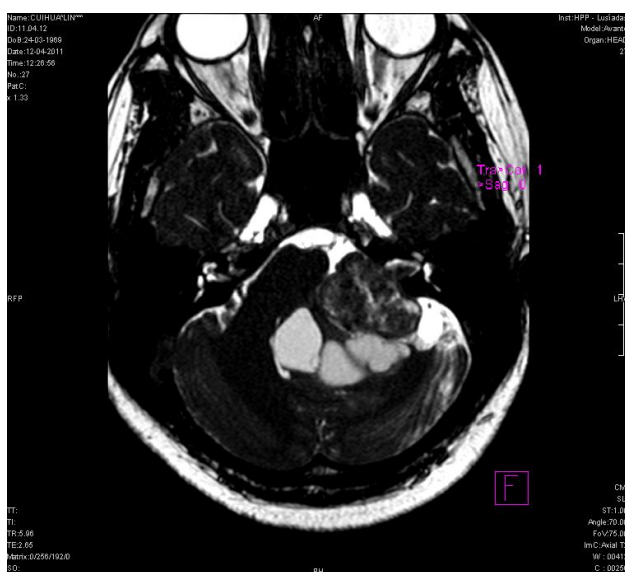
Schwannoma vestibular do ângulo ponto-cerebeloso esquerdo a condicionar uma compressão bem demarcada e o desvio do tronco cerebral (RM gadolínio EV, T2, corte axial).
